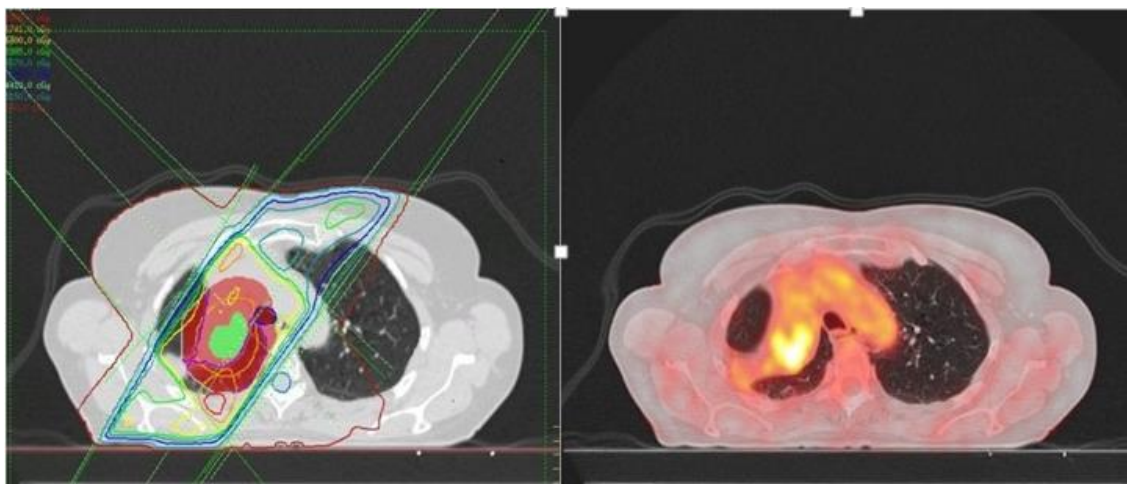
PET-TAC de planificación de radioterapia (derecha) en eje axial y estudio de planificación con delimitación de volúmenes (izquierda). Paciente de 67 años con diagnóstico de CPCNP estadio IIIA. Obsérvese la presencia de atelectasia y la importancia del componente PET para la delimitación más exacta del volumen tumoral.
